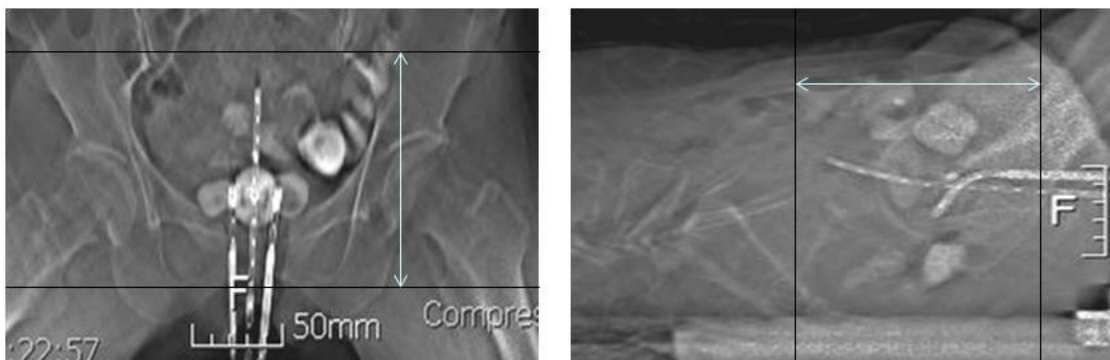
Anterior-posterior and later image reconstruction of planning CT scans using tandem and small ovoid. Planning CT scan range from tandem upper 5cm to 3cm bottom of the pubic symphysis.
